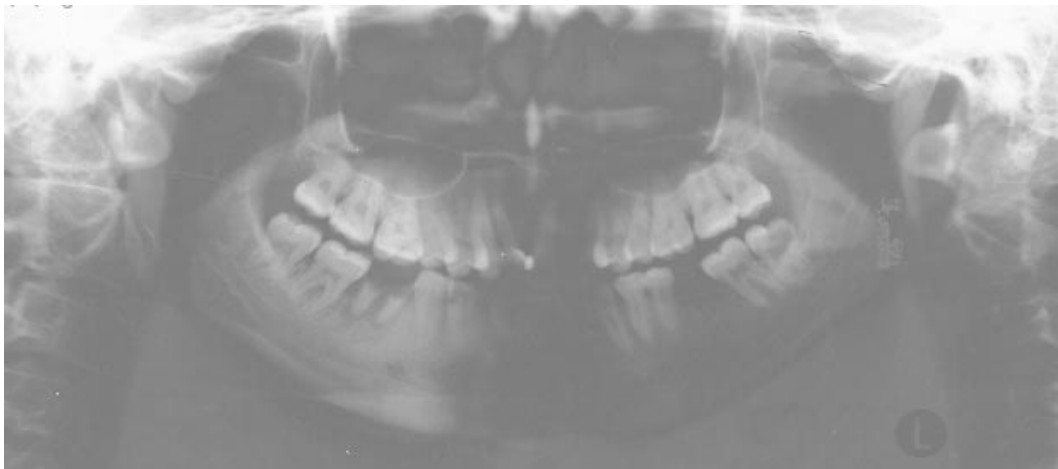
Ортопантомограма пацієнтки.
